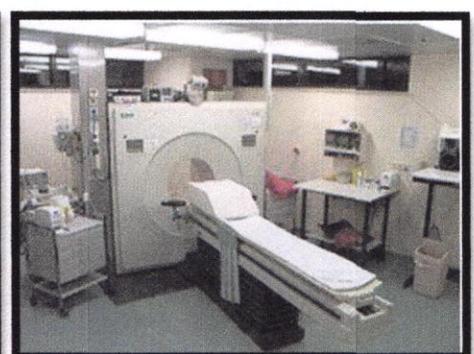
salle de Tomographie
